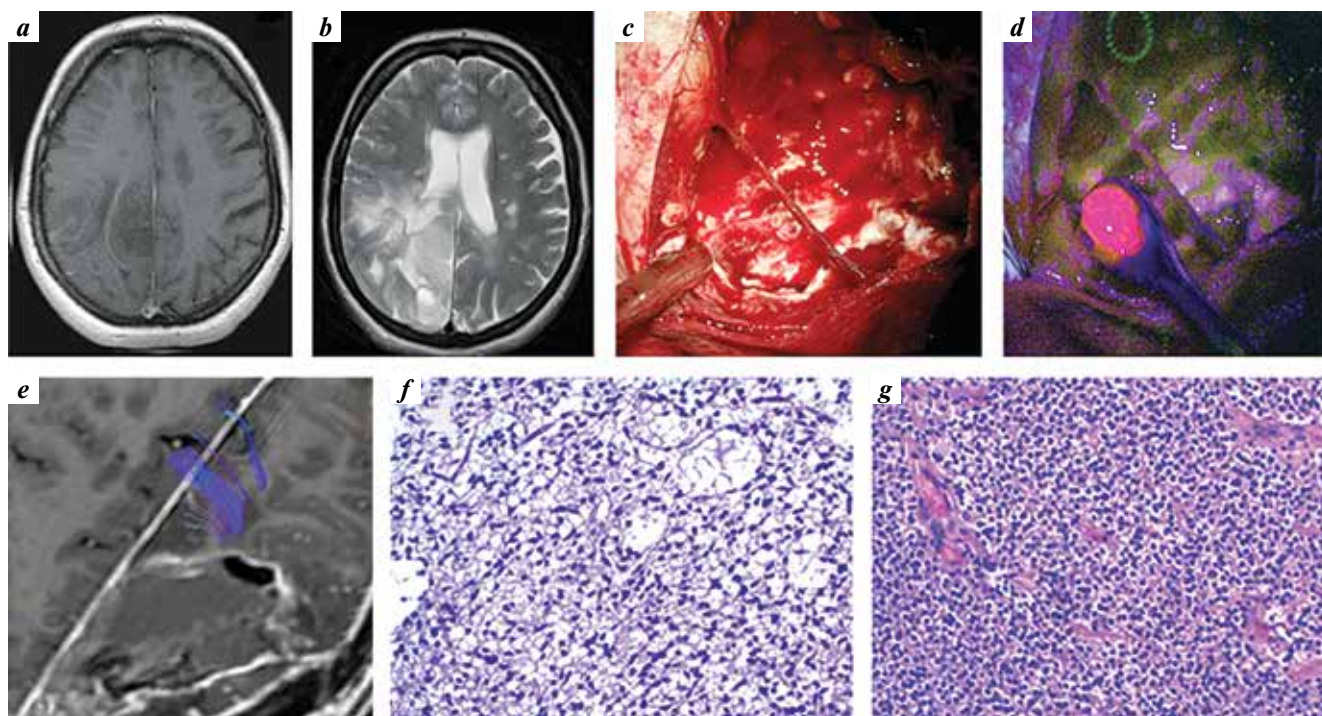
An example of focal glow of biopsy from patient with Grade III anaplastic astrocytoma; the biopsy was taken from the luminous part of glioma (Grade III site), the main part of the tumor did not fluoresce (Grade II site). Preoperative MRI (axial section): a – T1 with contrast, b – T2; intraoperative photographs: c – performed in white light, d – in FL modes (there is bright glow of one tumor area with absence of FL in the rest part of it); e – postoperative MRI (T1 with contrast enhancement); morphological examination of the biopsy: f – sample is from main non – fluorescent part of the tumor (Grade II site), g – sample on the right is from small fluorescent part of the tumor (Grade III site)
